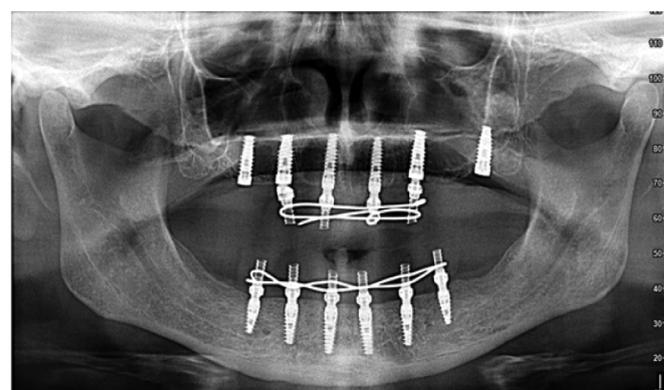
Рентгенологическое исследование пациента Ф. после немедленной функциональной нагрузки
